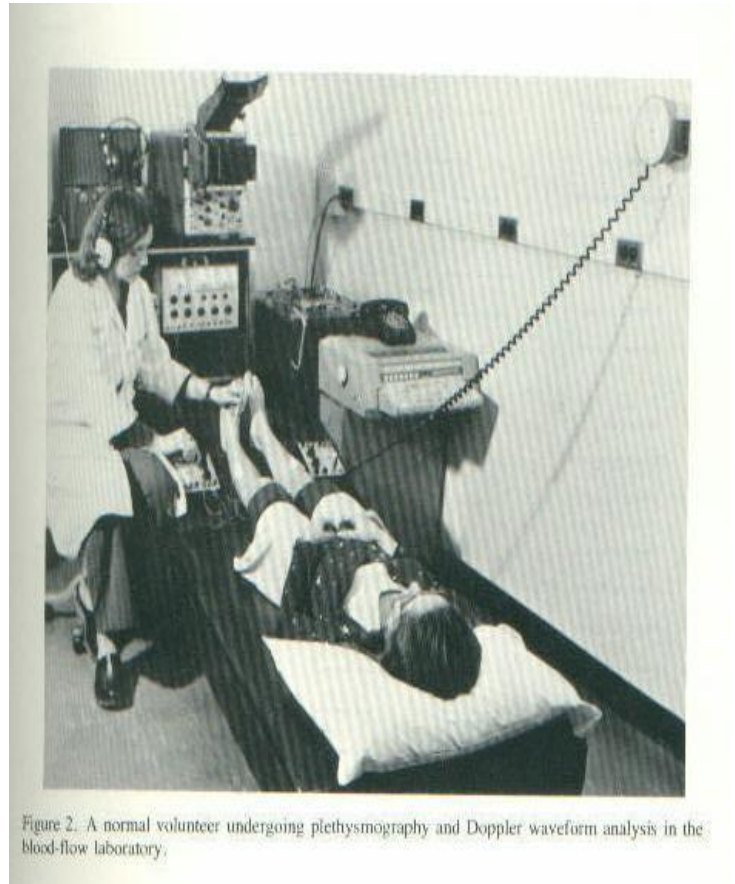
A normal volunteer undergoing plethysmography and Doppler waveform analysis in the blood-flow laboratory.
